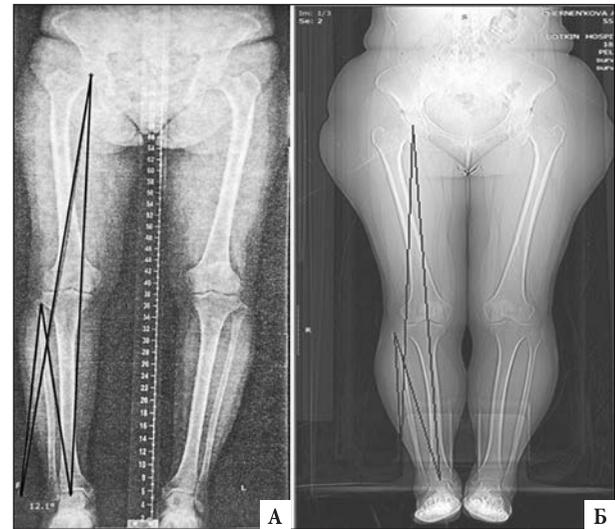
Планирование угла коррекции по методике Мениаи с использованием точки Фуджисава: А - на телерентгенограмме, Б - на КТ нижних конечностей.
